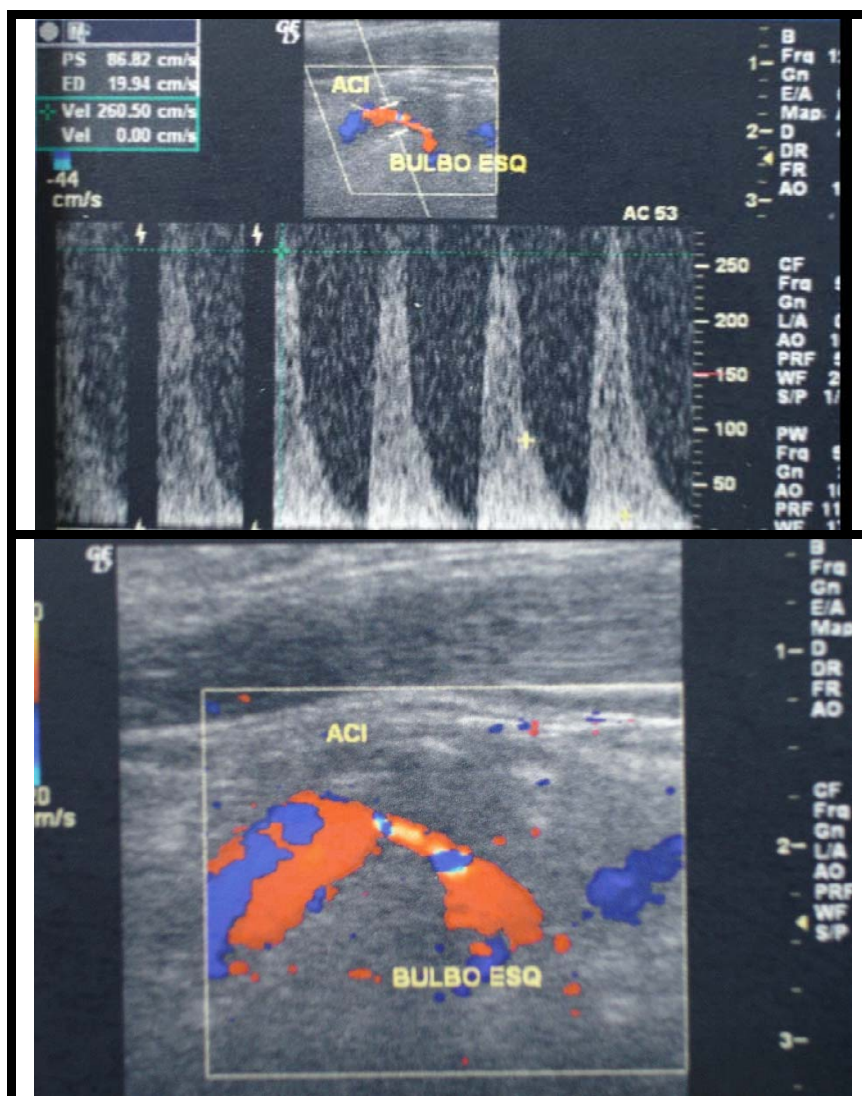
USD demonstra estenose grave do bulbo carotídeo com aumento da velocidade do fluxo sanguíneo na análise espectral (A) e redução da área de fluxo sanguíneo no Doppler colorido (B).
